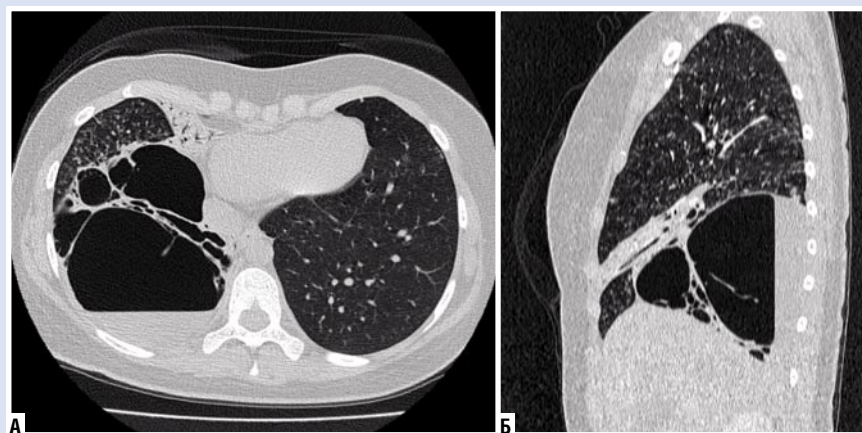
КТ ОГК с контрастным усилением от 02.10.23 г. (до операции) с шагом 0,6 мм (А – аксиальная проекция; Б – сагиттальная проекция): перибронхиально определяется диссеминация по типу «звездчатого неба», нижняя доля правого легкого представлена системой сообщающихся полостей, одна из которых размерами 87×72×104 мм с уровнем жидкости; средняя доля (S5) частично ателектазирована.
